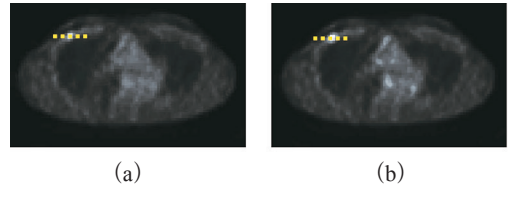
SUV 補正. (a)PET 原画像, (b)SUV 補正画像, (c)SUV 補正前後のプロファイル ((a), (b)の波線部にて算出).
